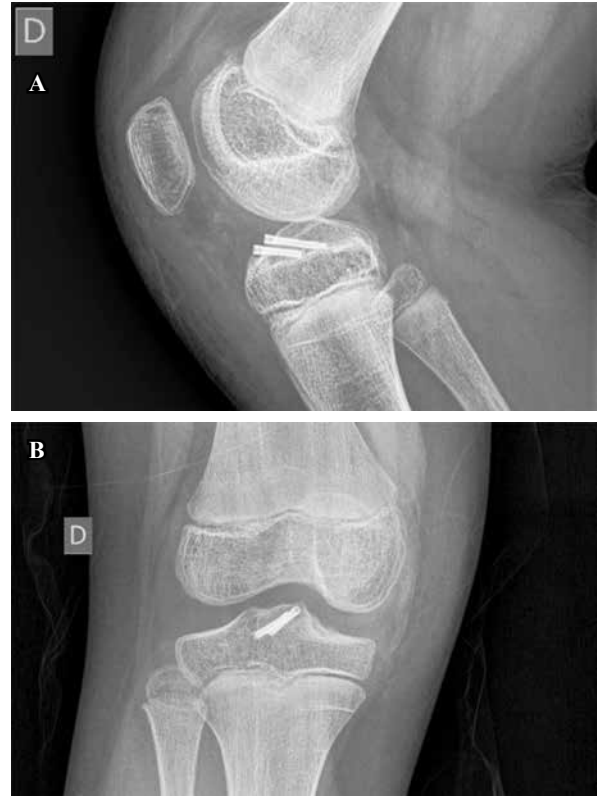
Radiografías a los tres meses de la cirugía.
